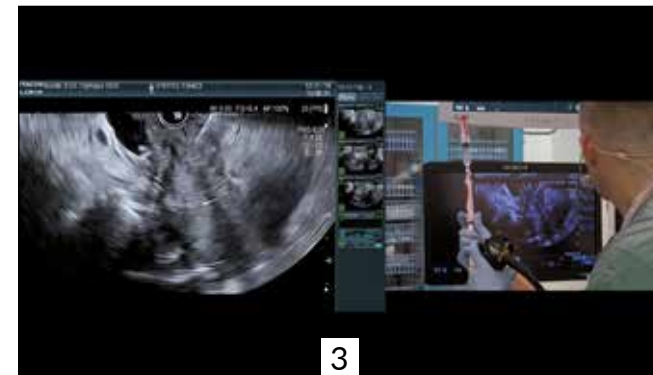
Endosonographische Punktion einer Raumforderung
